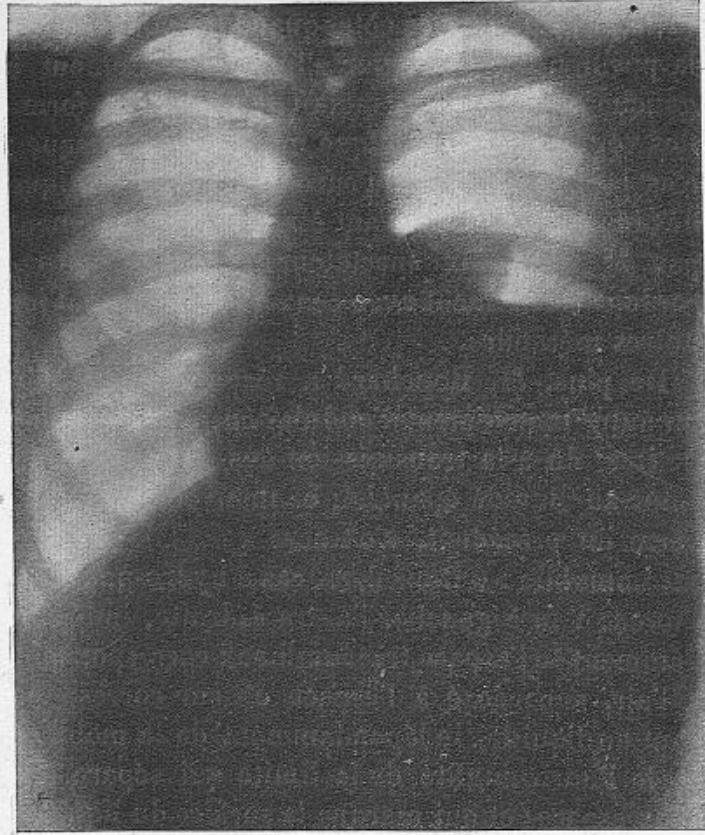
Pyo-pneumothorax gauche, vu de face ; le moignon pulmonaire surnage. D'après une radiographie de M. Radiguet. (Observation communiquée par le Dr Béclère à la Société médicale des hôpitaux, le 15 juillet 1898.)
